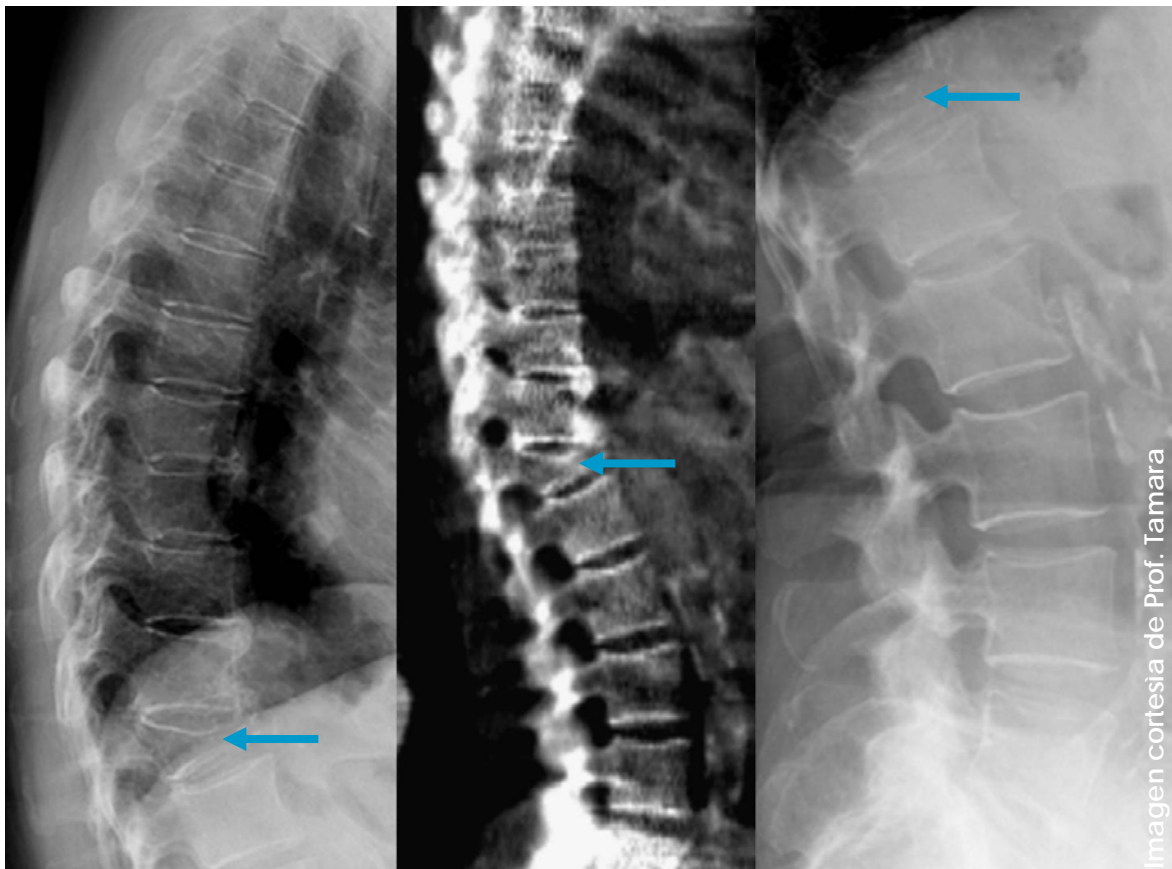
Severa fractura vertebral de T12 en VFA imagen de columna toraco- lumbar (centro) y radiografías de columna torácica (izquierda) y columna lumbar (derecha) [11].
